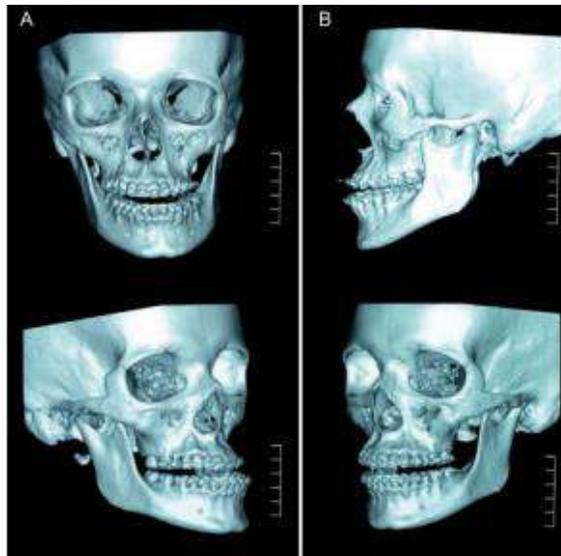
Tomografía computarizada con reconstrucción facial en 3D ⁵.
